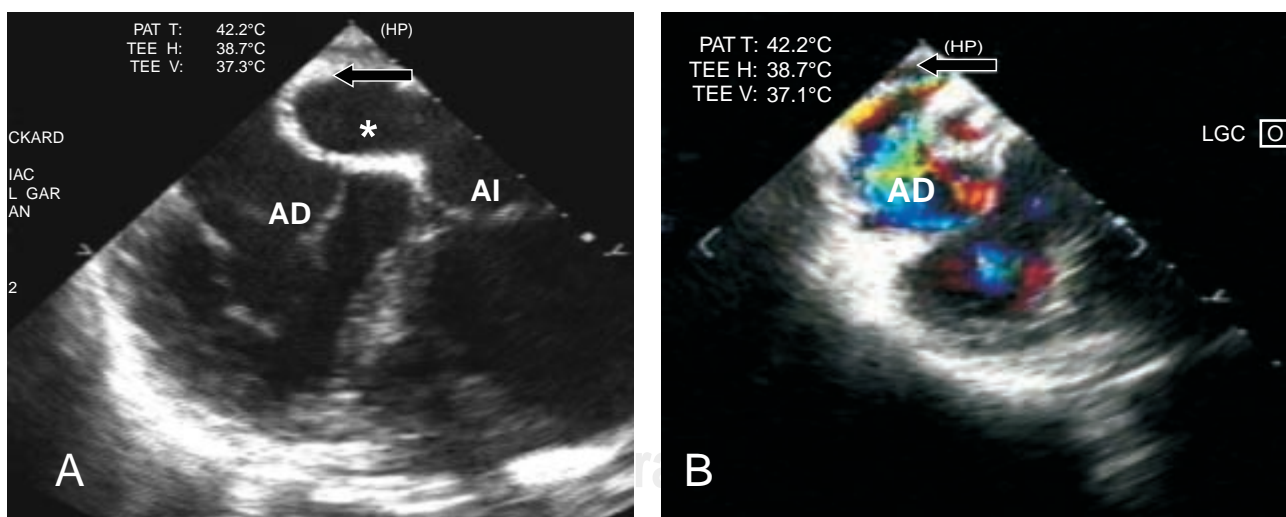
Imágenes transesofágicas bidimensionales y con Doppler color, en donde se observa un túnel interatrial para corrección fisiológica en un paciente con transposición de grandes arterias. La flecha muestra el túnel que deriva las venas pulmonares hacia el atrio derecho y el asterisco en túnel de las venas cavas a atrio izquierdo. Las imágenes con Doppler codificado en color muestran el flujo no obstructivo de la derivación de las venas pulmonares.
